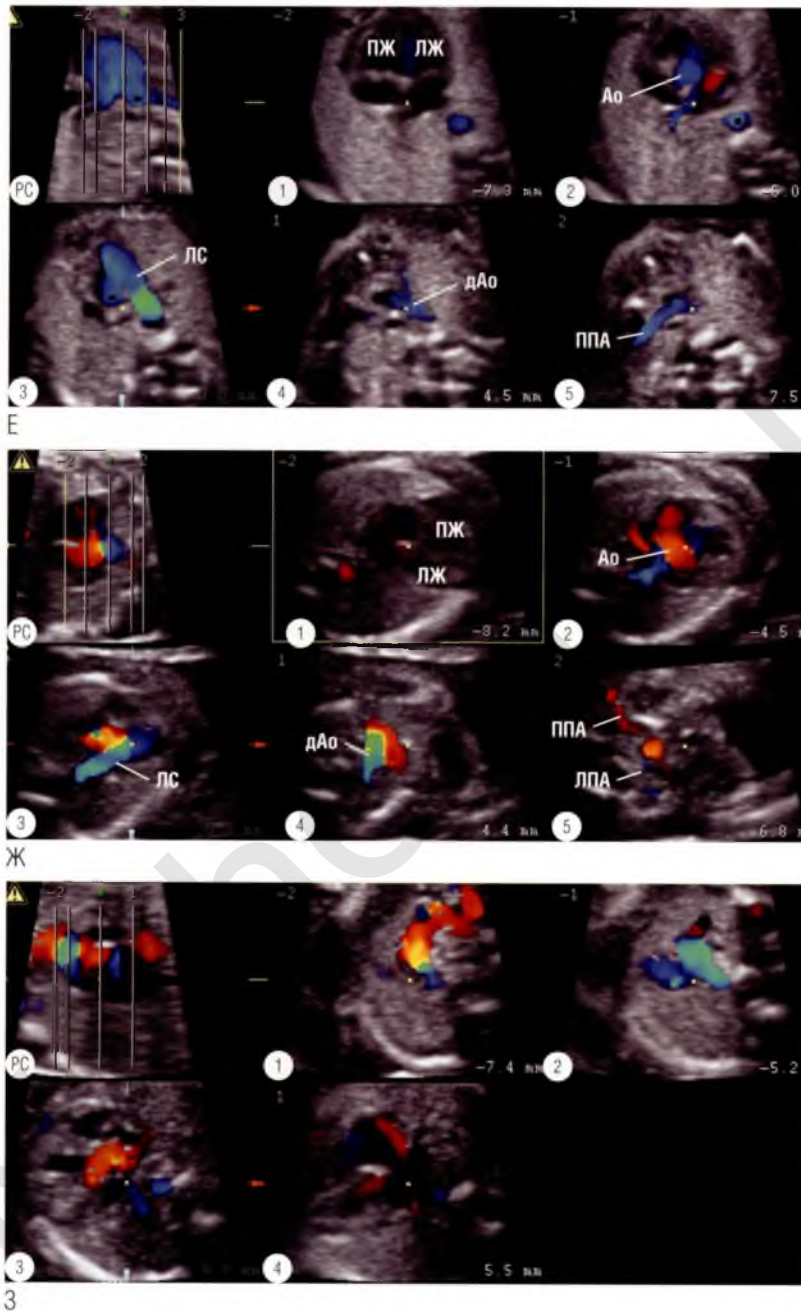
окончание (Е) Серия из пяти параллельных томографических ультразвуковых срезов на различных уровнях: четырехкамерной позиции ①, устья аорты ②, легочного ствола (ЛС) с артериальным протоком ③, дуги аорты ④ и подключичных артерий ⑤. У данного плода в гестационном возрасте 20 недель правая подключичная артерия располагается на 3 мм выше уровня дуги аорты и на 14,8 мм выше уровня четырехкамерной позиции. (Ж) Серия из пяти параллельных томографических ультразвуковых срезов. Показаны уровни четырехкамерной позиции ①, устья аорты ②, легочного ствола с артериальным протоком ③, дуги аорты ④ и подключичных артерий ⑤. Оцените взаимоотношения подключичных артерий с окружающими структурами и расстояние до анатомических ориентиров. Обычно подключичные артерии имеют извитый ход (видно на данных изображениях). (З) Серия из четырех параллельных томографических ультразвуковых срезов. Показаны уровни четырехкамерной позиции ①, устья аорты ②, дуги аорты с артериальным протоком ③ и правой подключичной артерии ④. Обратите внимание на типичную извитость подключичной артерии и уровень ее расположения (на 12,9 мм выше уровня четырехкамерной позиции). Ао — аорта; ЛЖ — левый желудочек; ПЖ — правый желудочек; РС — референсный срез.
